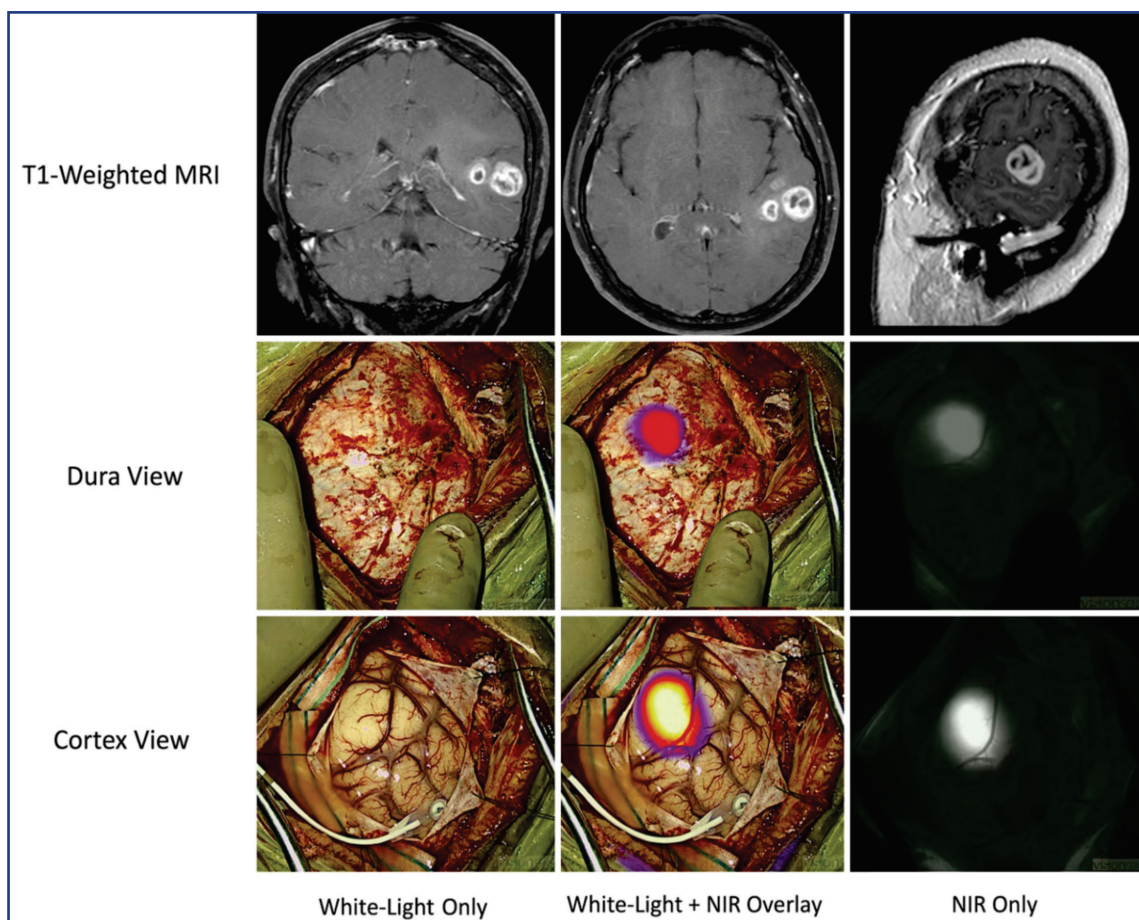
В верхнем ряду изображены МРТ томограммы пациента с мультиформной глиобластомой в T1 режиме с контрастированием Гадолинием (T1-Weighted MRI). Во втором и третьем ряду изображены снимки в белом свете (White-Light Only) и при флюороскопии с использованием «второго окна ICG» при белом свете в комбинации с инфракрасным излучением (White-Light + NIR Overlay) и только инфракрасным излучением (NIR Only). Во втором и третьем ряду представлены снимки до (Dura View) и после дуротомии (Cortex View) [16]
